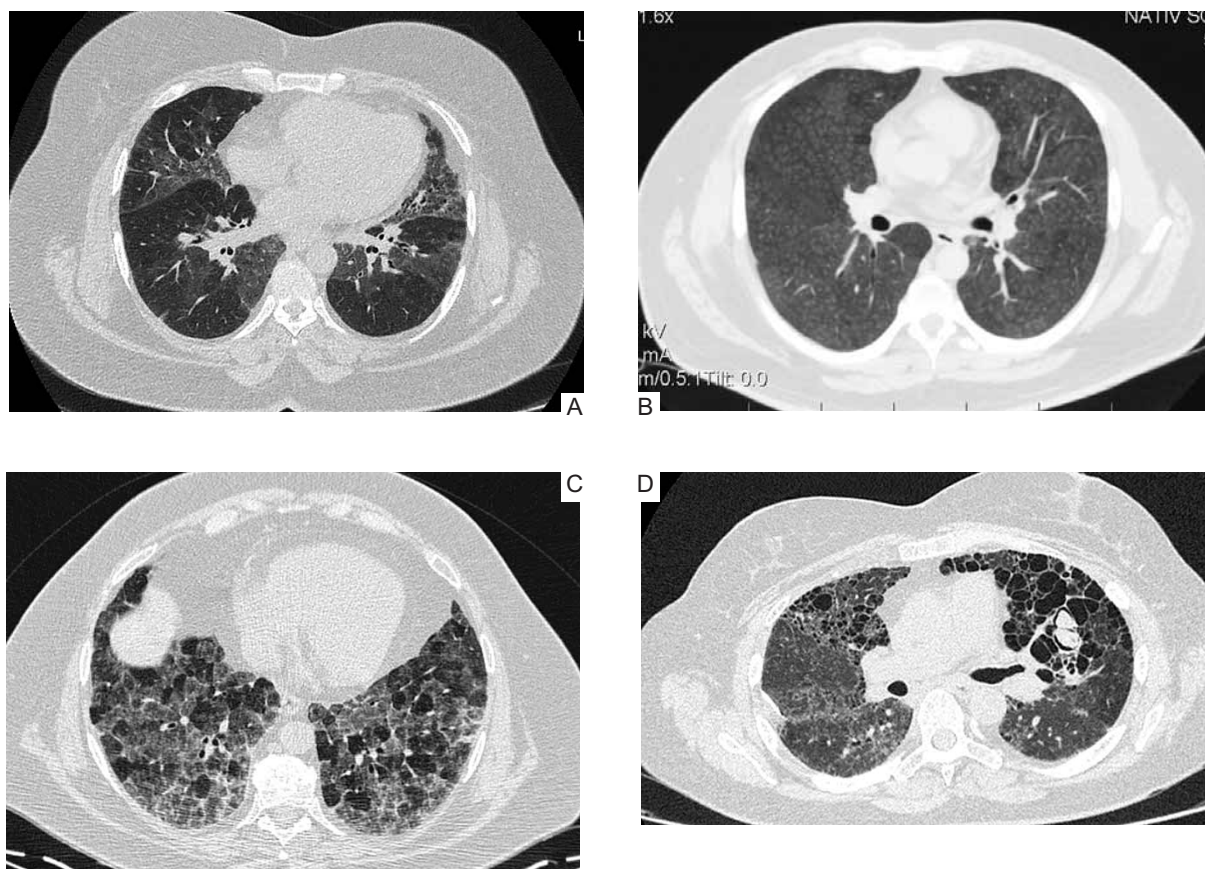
Компьютерная томограмма высокого разрешения легких: А — пациентка И. 1958 года рождения (зоны «матового стекла»); В — пациент Д. 1970 года рождения (центролобулярные узелки во всех отделах легких); С — пациентка М. 1958 года рождения (признак «головки сыра»); D — пациентка П. 1972 года рождения (кистозные изменения («сотовое легкое») в верхних отделах легких)
